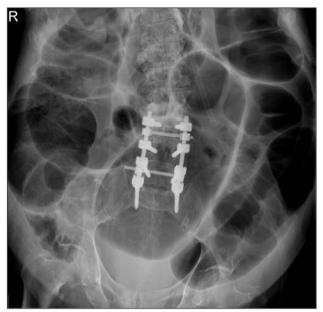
La Radiografía de abdomen en donde se visualiza dilatación de asas de delgado y de colon.
